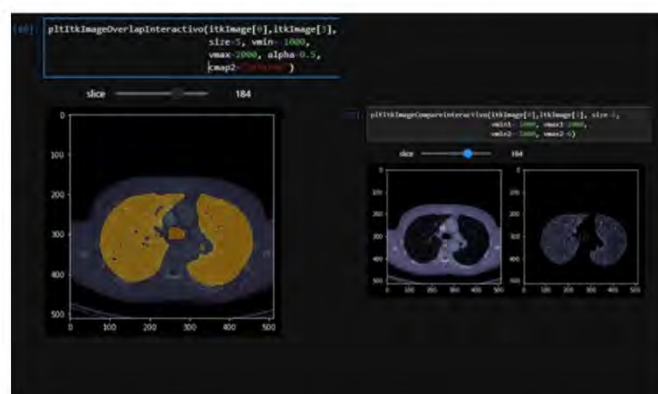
Real-time interactive viewer for the complete tomography with overlapping segmentation and the original image (left). The original tomography and segmentation of lung without vascularization is on the right. Visualization with our Jupyter Lab's visualization module.
